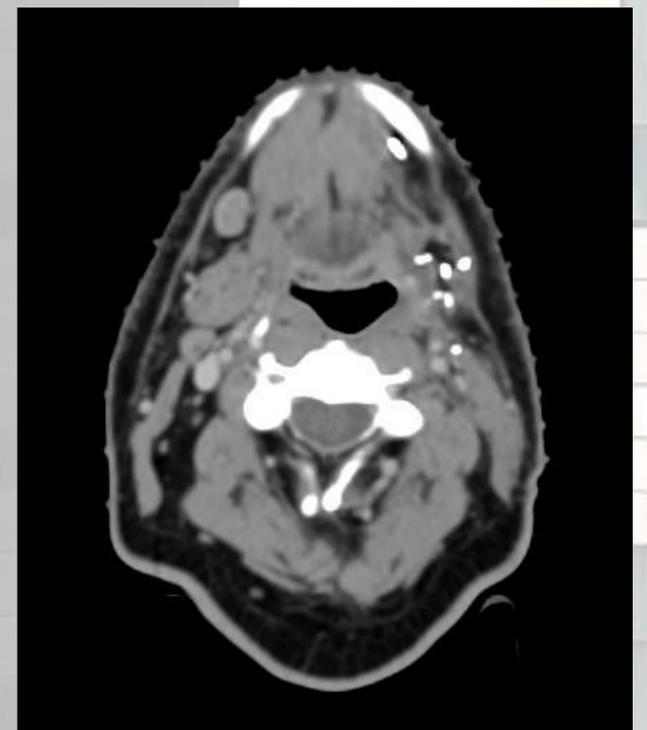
TC de simulación
